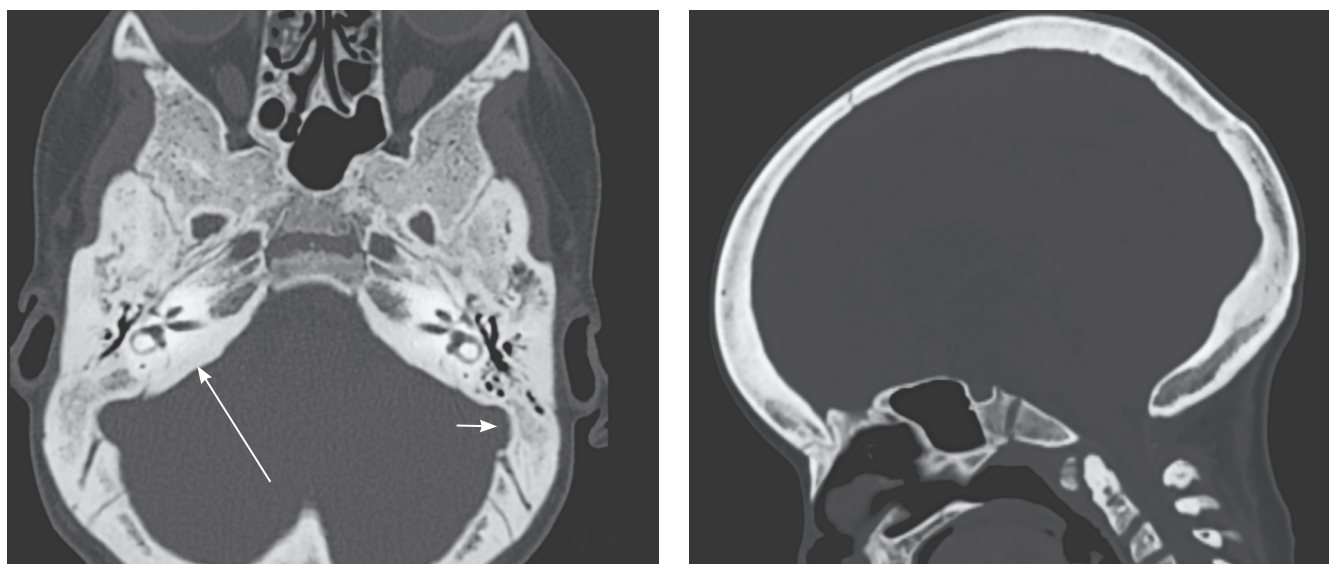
Девочка, 11 лет. Компьютерная томография. «Костное окно» в аксиальной и сагиттальной плоскостях. Отмечается выраженный склероз
